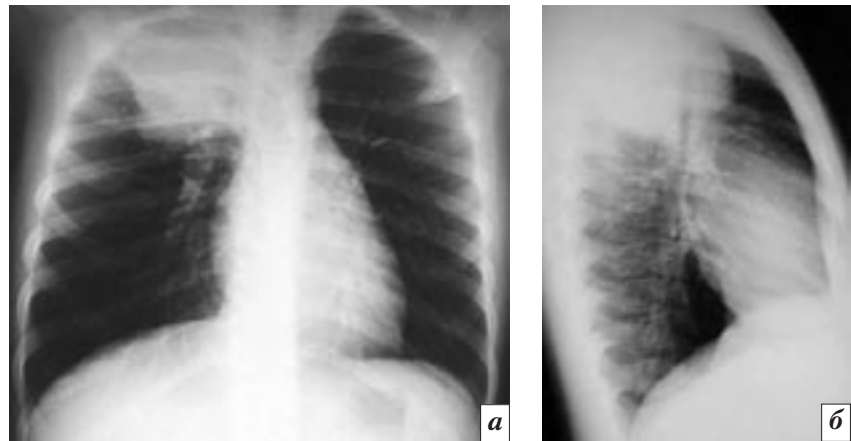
Рентгенограммы грудной клетки в прямой (а) и правой боковой (б) проекциях. Визуализируется объемное образование с неровными четкими контурами, занимающее верхушку правого легкого, накладывается на позвонки и пространство Гольдшнехта.
